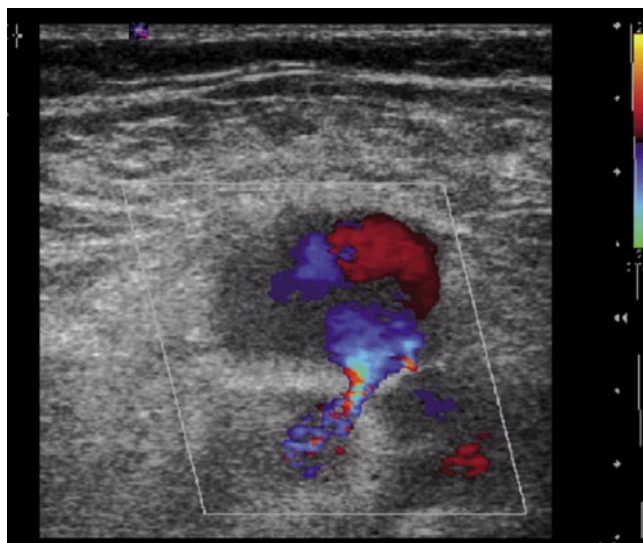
УЗИ пациента с посттравматической псевдоаневризмой.
